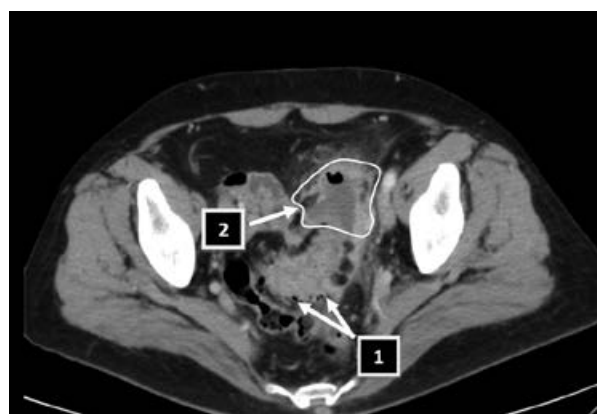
Компьютерная томограмма малого таза, аксиальная проекция. Дивертикулез сигмовидной кишки; паракишечный абсцесс. Стрелки 1 – воспалительное утолщение стенки сигмовидной кишки с дивертикулами. Стрелка 2 (контурная линия) – паракишечный абсцесс с наличием газа в просвете
